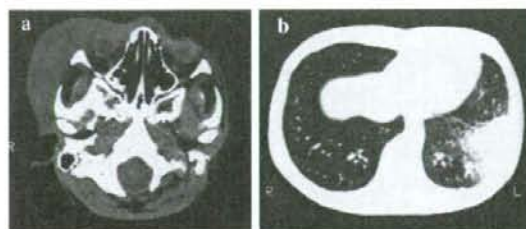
感染時の画像所見 (a)頭部CT写真：右眼近くにてきた広範囲な皮下の腫瘍は、内部に明らかな cystic portion を認めず、膿瘍形成を疑う所見に乏しいことから蜂窩織炎と考えた。炎症は右側頭筋、咬筋、眼瞼に波及していたが、眼窩内脂肪は clear であり、そこまでは炎症は波及していないと考えられた。(b)胸部CT写真：左下肺野の density の高い浸潤影以外に小さな結節影を全肺野の末梢域に散在性に認め、敗血症性肺炎の合併と考えた。
